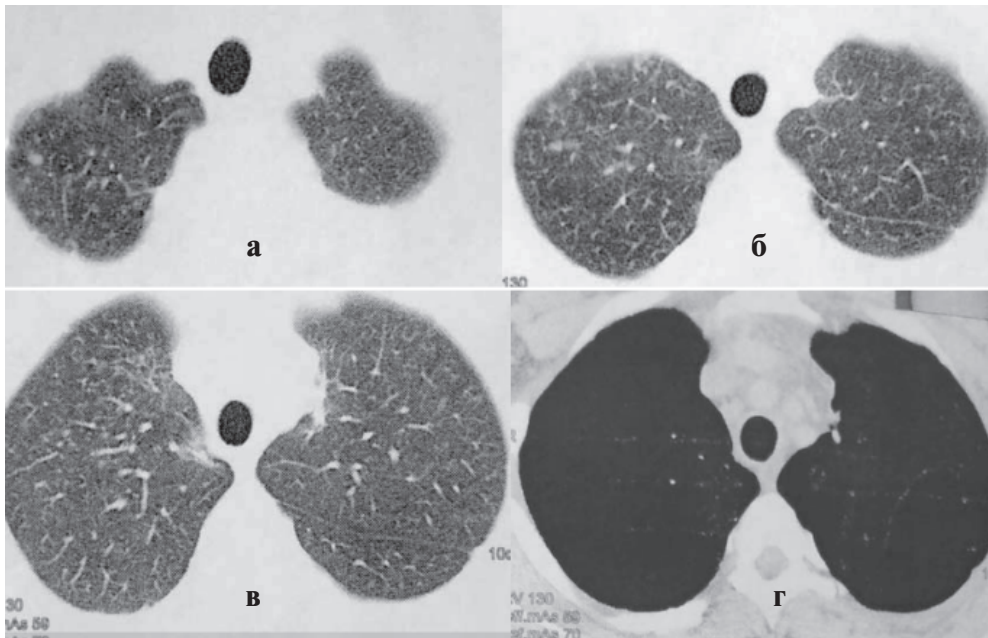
Компьютерная томография органов грудной полости от 10.07.2014 г.: (а, б, в, г) – большая часть очагов рассосалась, сохраняются единичные плотные участки размерами 1–3 мм в диаметре на фоне нерезко выраженного пневмофиброза. Бронхопальмональные лимфоузлы не увеличены
